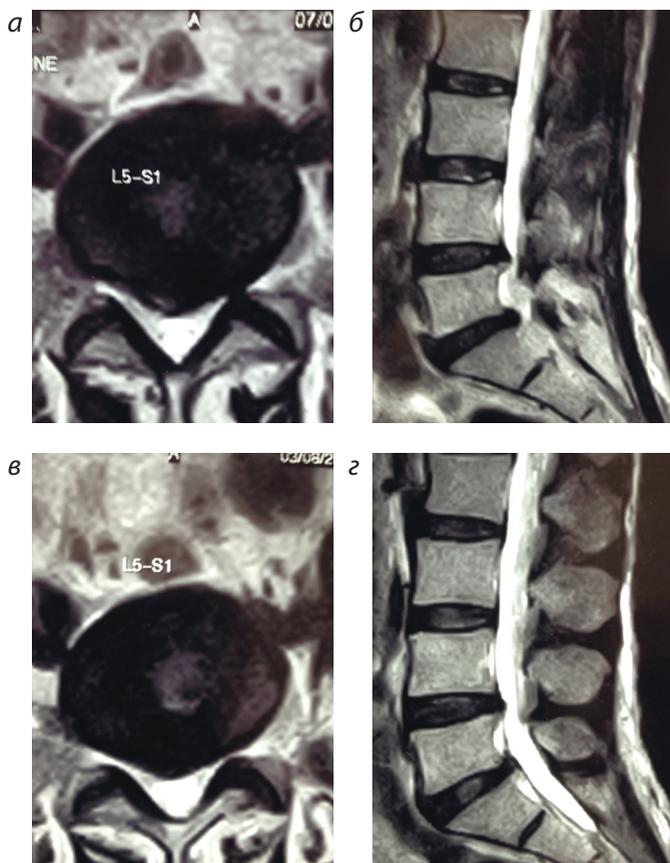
МРТ поясничного отдела позвоночника до (а, б) и спустя 3 месяца (в, г) консервативного лечения с соблюдением принципов альтернативной локомоции.
